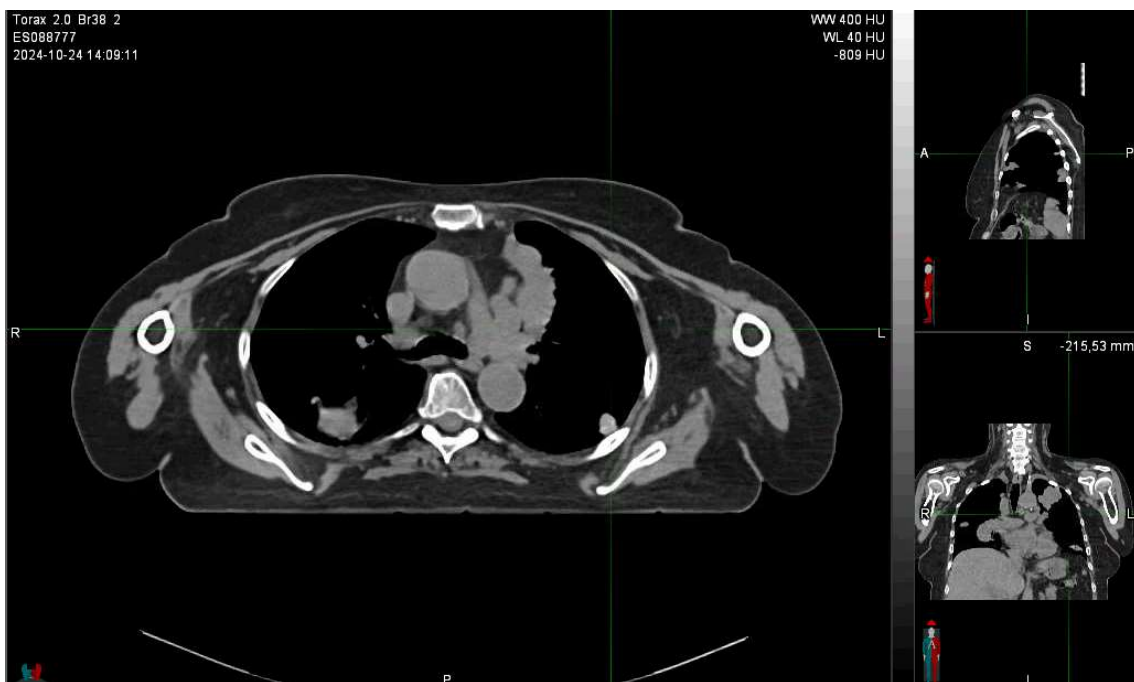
Imagen de metástasis pulmonares en TC.
